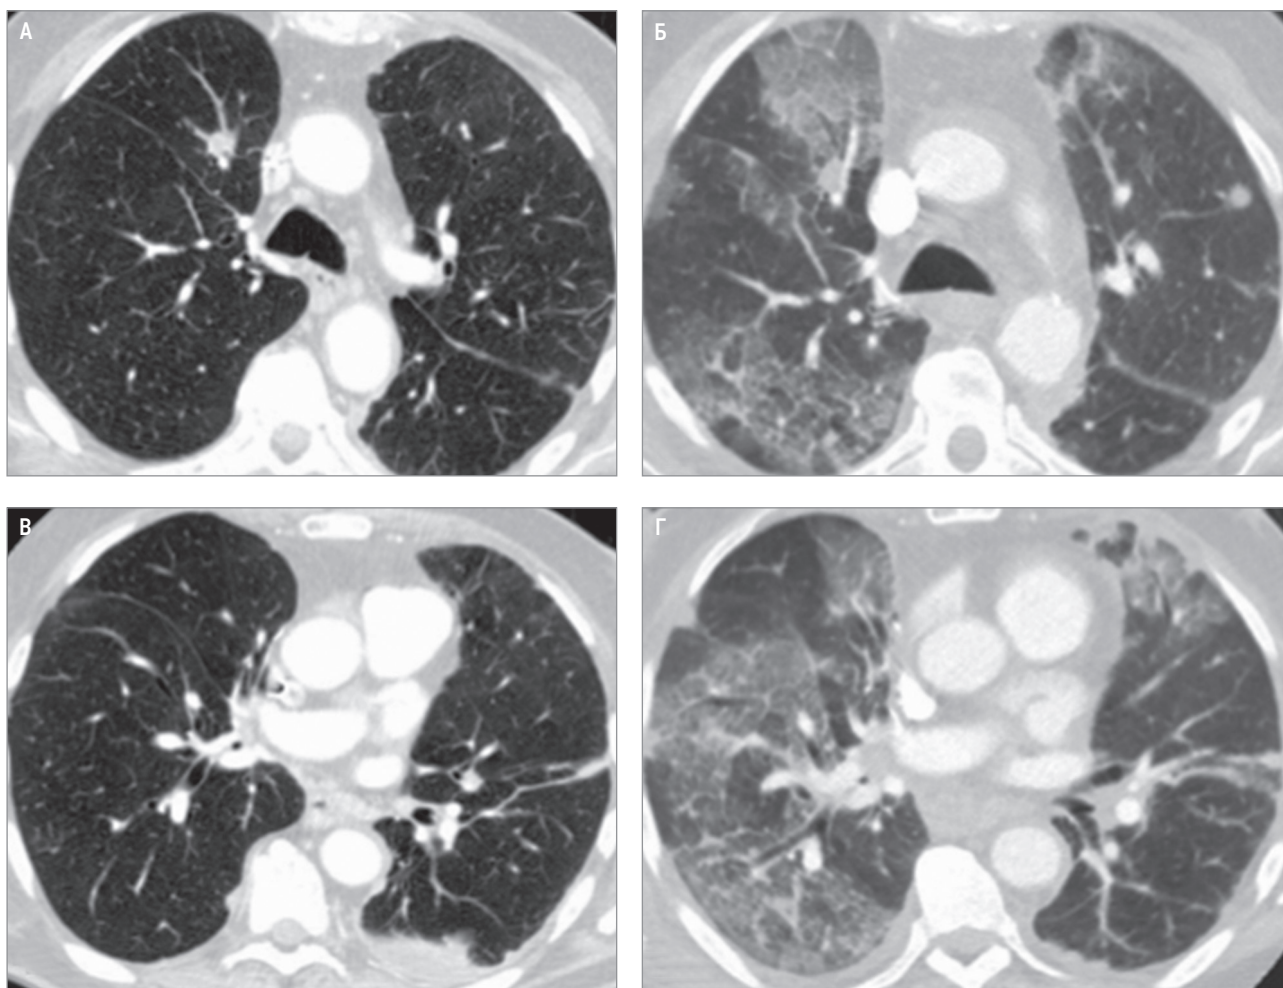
Паклитаксел-индуцированное повреждение легких: А, Б – компьютерная томография грудной клетки пациента с немелкоклеточным раком легкого до начала терапии паклитакселом; В, Г – через 2 нед. после начала терапии паклитакселом; развитие мультифокальных изменений по типу «матового стекла» (по Dulohery M. et al., 2022 [55])
